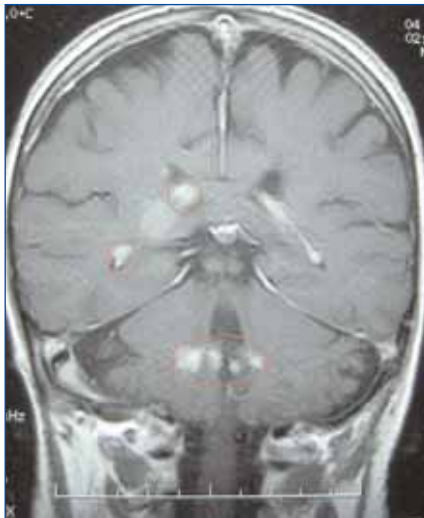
Imagen de resonancia magnética en la que se aprecian múltiples imágenes compatibles con granulomas tuberculosos en diferentes localizaciones.
